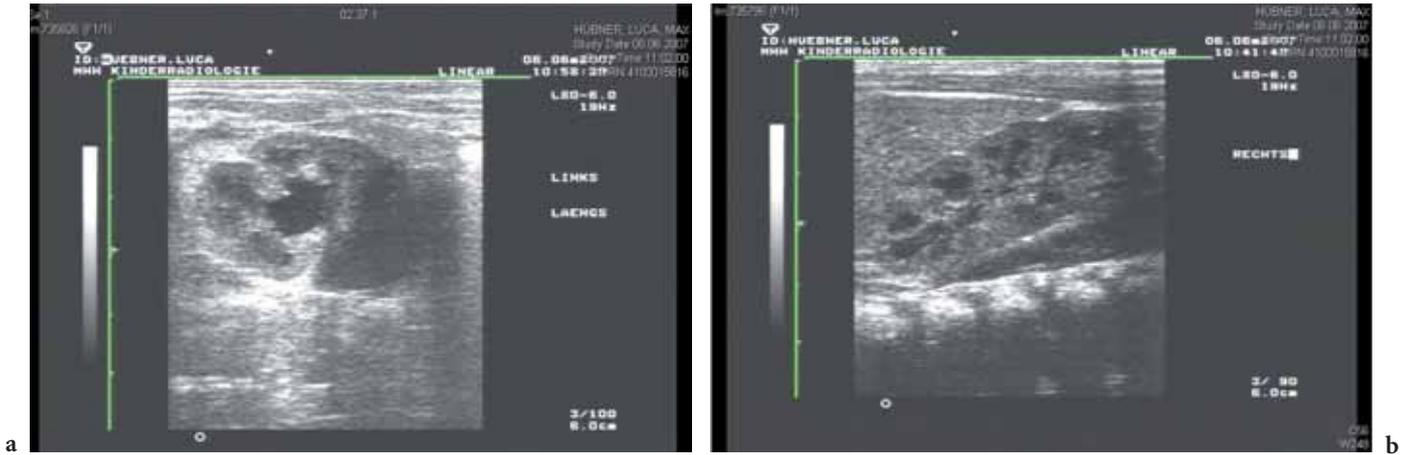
Postnatale Sonographie: Nierenbecken intrarenal links 11 mm (a), Nierenbeckenkelchsystem rechts normal weit (b)
